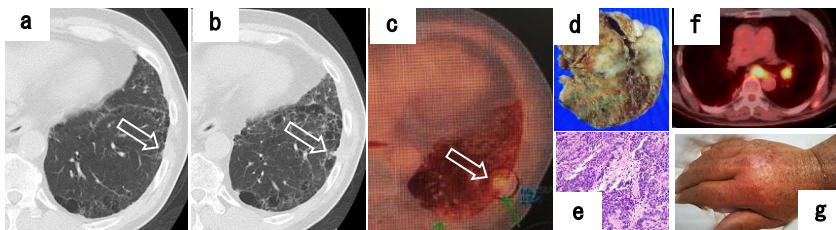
第3癌の出現と経時的変化: 第2癌切除8か月後の胸部CTで左S9に結節が確認され(a), 6か月後には増大していた(b)。FDGの集積(SUVmax2.9)が認められ、部分切除したところ小細胞癌であった(d, e)。化学療法4コース後、再燃し(f), その頃より皮膚筋炎の症状が出現した(g)。
